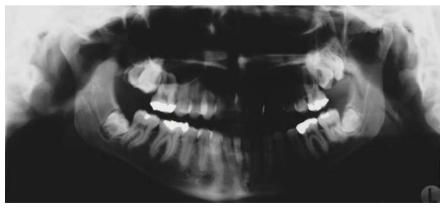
Radiografía del caso 5.
